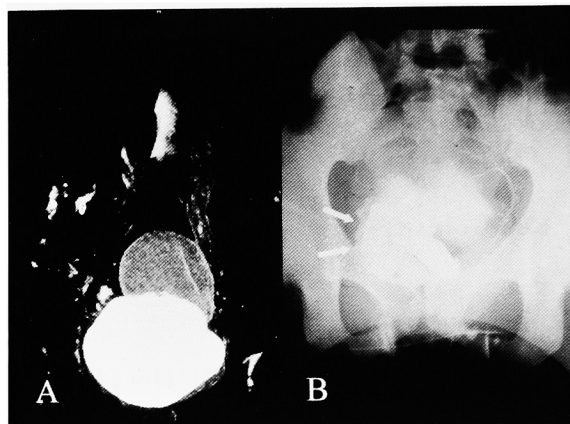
A: MRI revealed that retrovesical cystic mass and ascending tubular structure were both filled with viscous fluid. B: Vasovesiculography showed dilated and tortuous left seminal vesicle. Right seminal vesicle was displaced laterally (arrows).
